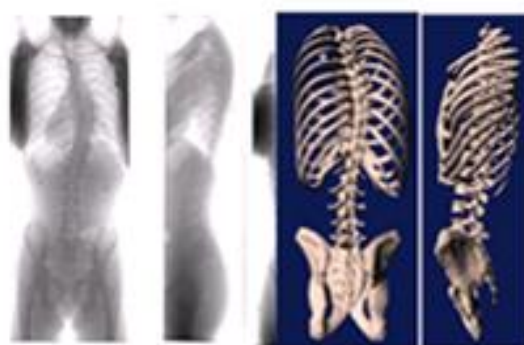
Reconstruction 3D du squelette à partir de radiographie biplanaire
